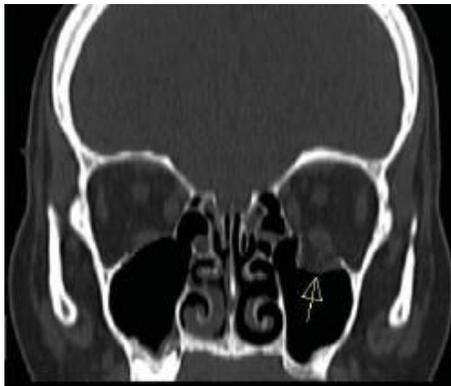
TAC FRACTURA DE PISO ORBITARIO
